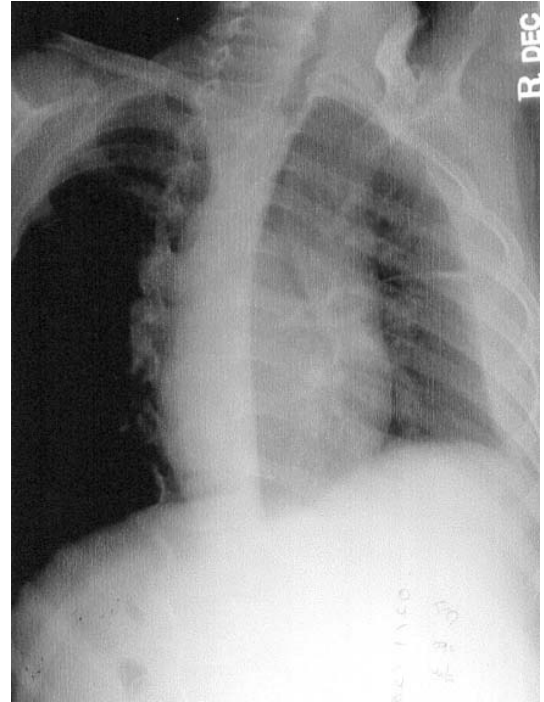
Chest X-ray. Rt. Decubitus view showing right pleural effusion.
